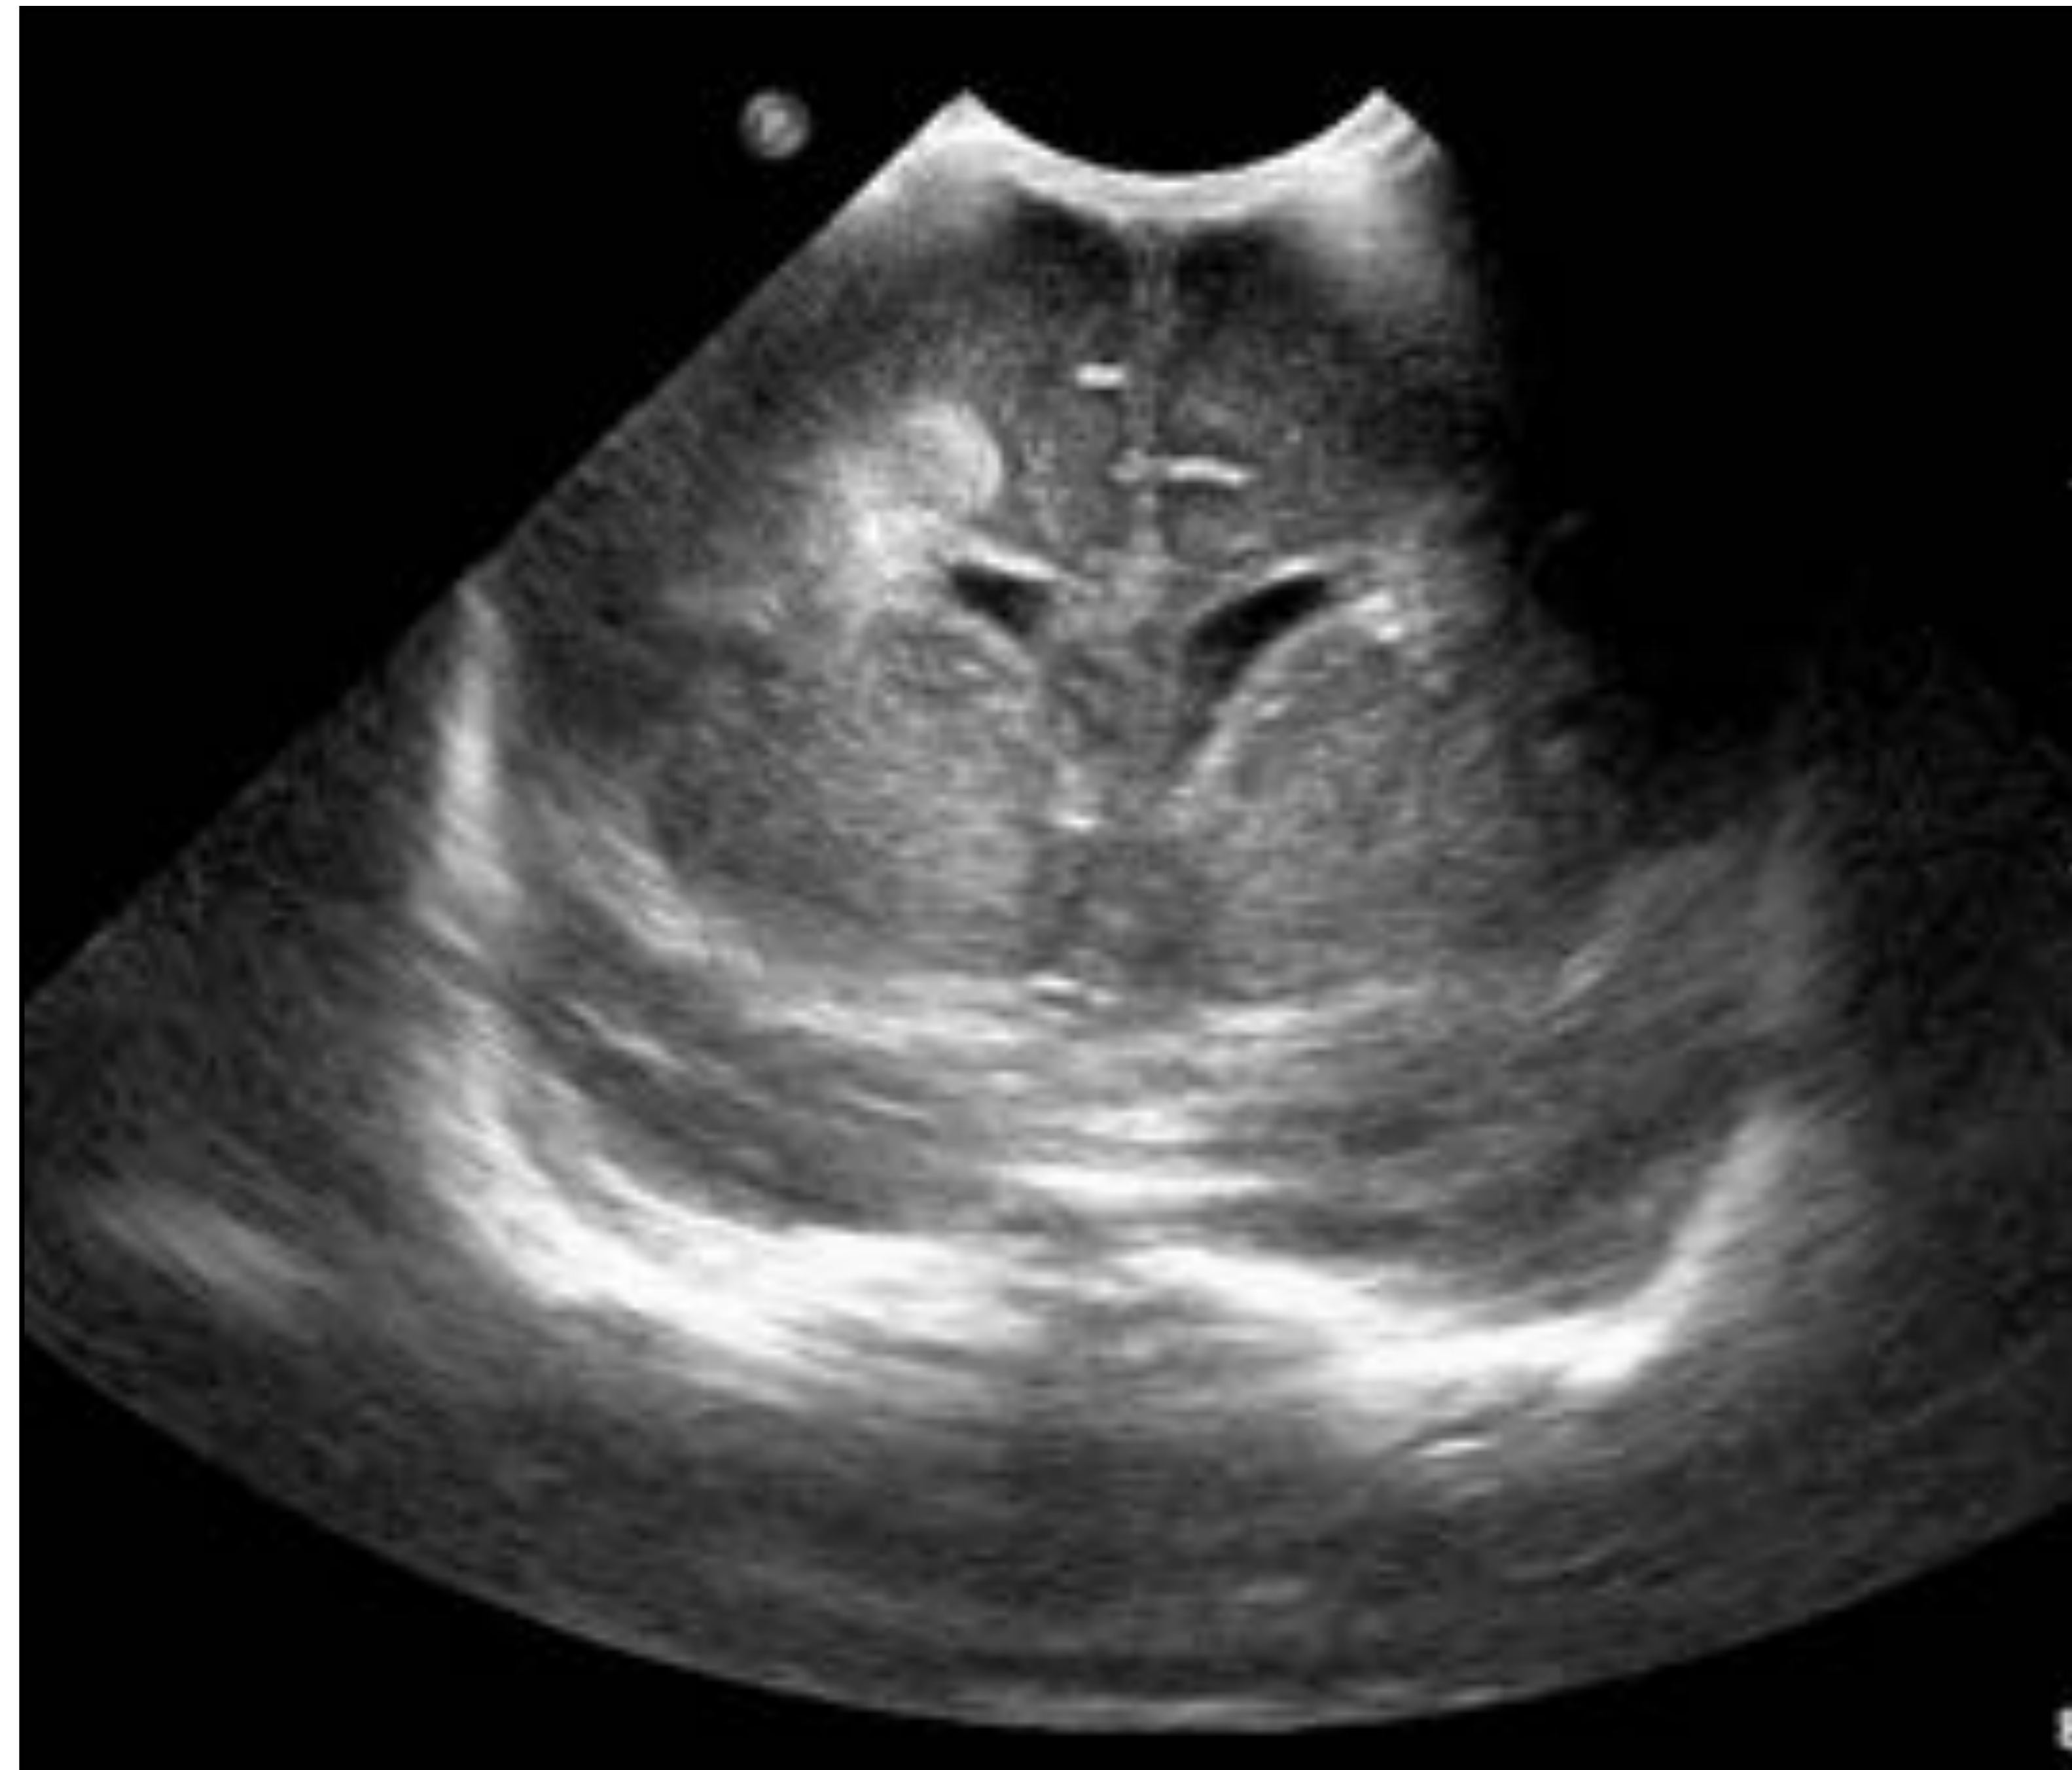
Ecografía transfontanelar en plano coronal, donde se identifica un área hiperecogénica en la sustancia blanca periventricular adyacente al asta frontal derecha (Grado 1-2)
